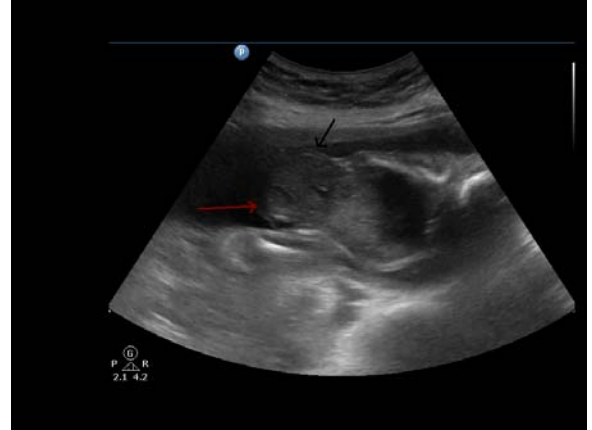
Fetal başın ultrasonografik bakışı; kalvarial kemikler izlenmiyor ve servikal vertebralarda füzyon defekti görülüyor (oklar).
